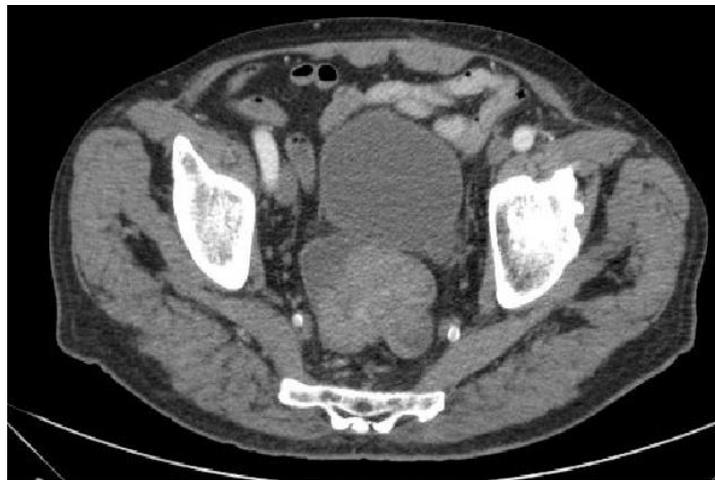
TAC: imagen de ocupación de la luz en recto medio y superior, grasa perirrectal dentro de la normalidad.
